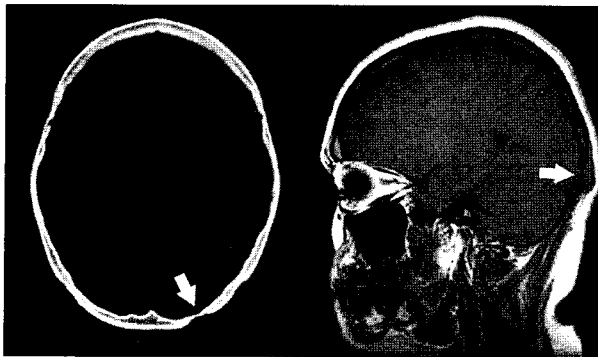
The preoperative brain CT scan and brain MRI. (Left) There is a thinning of occipital bone with intact inner cortical lining. (Right) Mass formation at occipital area is observed. But there is not definitive evidence of intracranial invasion.
